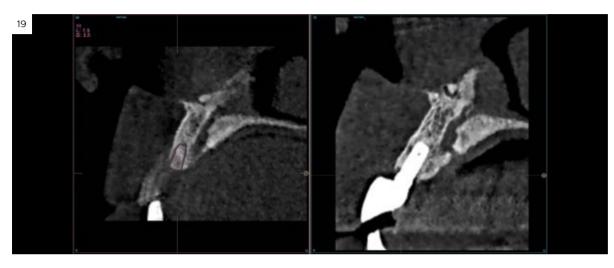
Imagen inicial del cone-beam y final con el implante cargado a los 5 años de seguimiento con la estabilidad del implante y del hueso generado mediante el injerto en vestibular.
